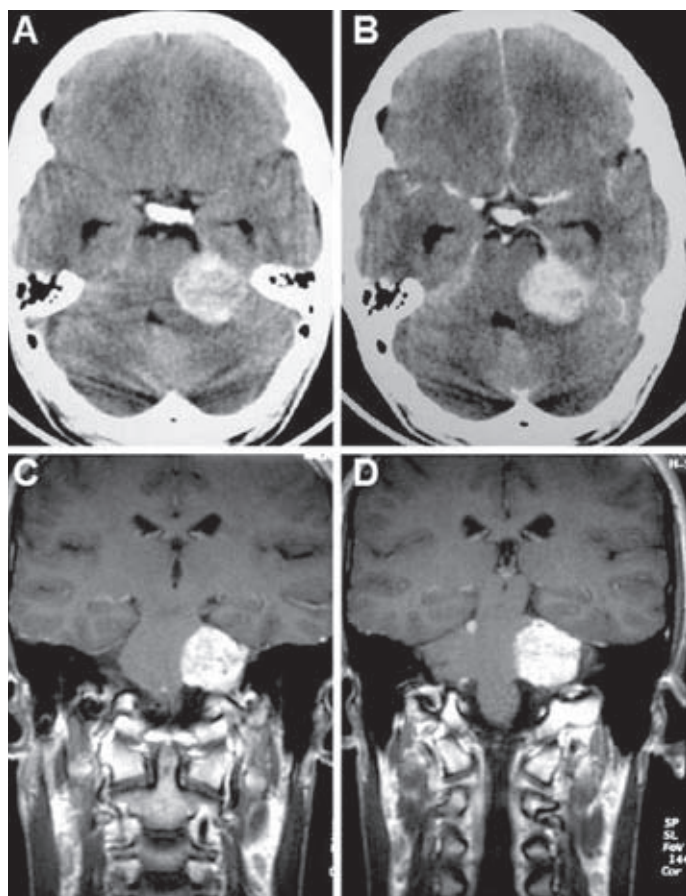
A y B: TC con contraste. C y D: RM secuencia T1 con contraste correspondiente a un papiloma de plexos del ángulo pontocerebeloso.
